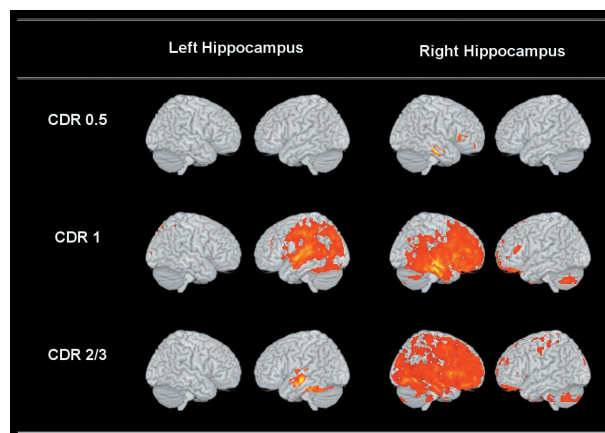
Pattern of hippocampal interregional correlation map in cortical area. Images were rendered on high resolution MRI.
